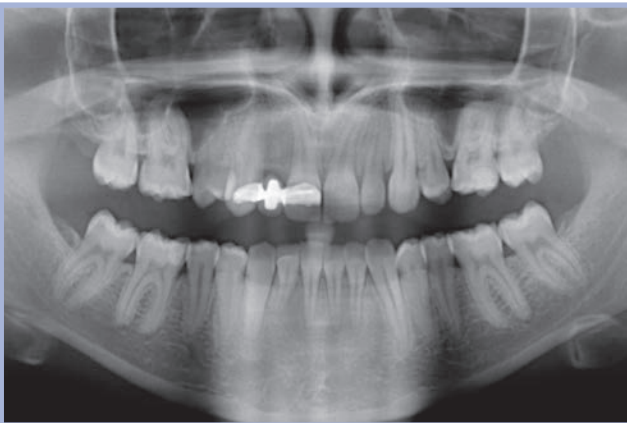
Ortopantomografia prima dell'intervento
